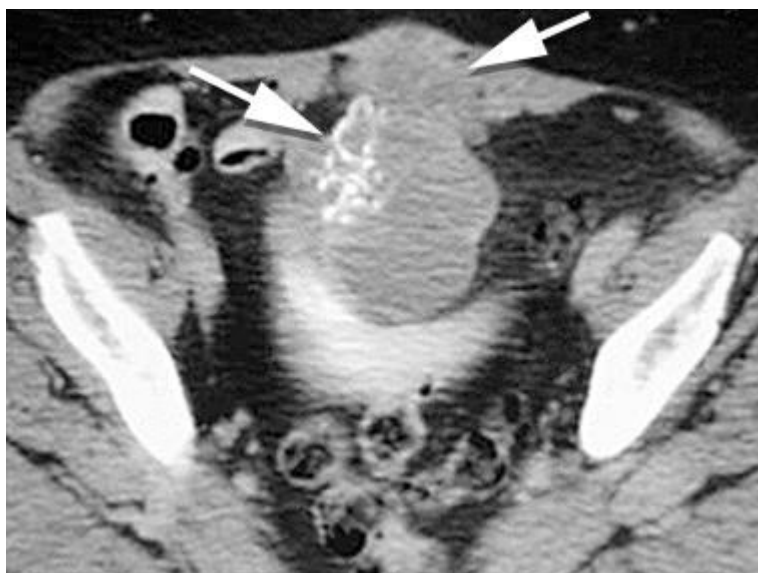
Adenocarcinoma de uraco en tomografía.
